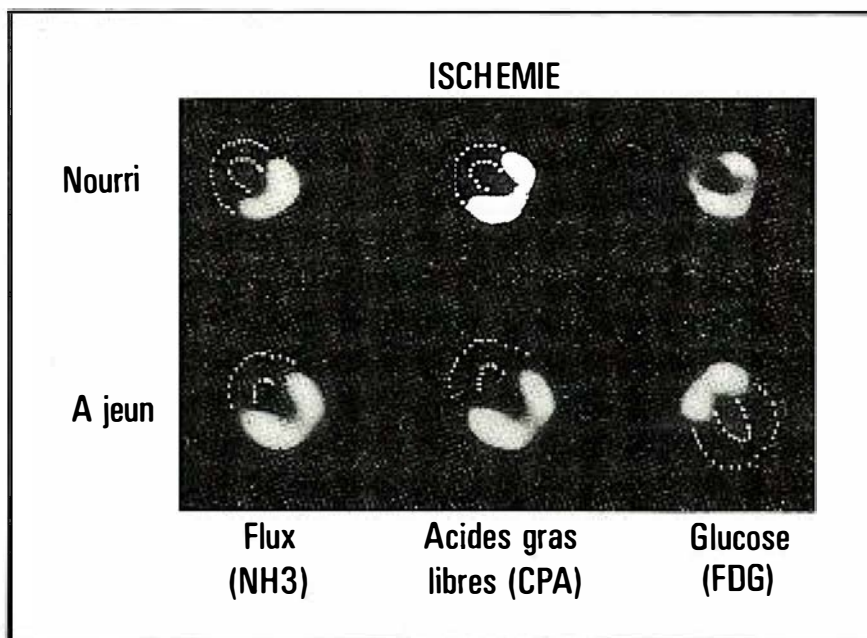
Coupes transverses du cœur obtenues en expérimentation animale après induction d'une ischémie de la paroi antérieure. Deux séries d'images sont représentées : l'une dans un état de nutrition normale (images de la rangée supérieure), et l'autre après une période de jeûne de 24 heures (rangée inférieure). Les zones d'hypocaptation sur les images de perfusion obtenues par injection de ^{13}N -ammonium (NH_3) (images de gauche) correspondent aux régions ischémiques. Dans ces mêmes territoires, la captation d'acides gras est nettement diminuée comme on peut le voir sur les images obtenues après injection de ^{11}C -palmitate (CPA, images centrales). Ces zones ischémiques ont par contre une captation préférentielle de glucose, comme on peut le voir sur les images de droite obtenues par injection de ^{18}F -déoxyglucose (FDG). Ce métabolisme préférentiel du glucose est encore plus visible sur les images obtenues à jeun (images du bas) où les régions normalement perfusées ne fixent absolument pas le glucose. (Schelbert *et coll.*, UCLA, Los Angeles).
